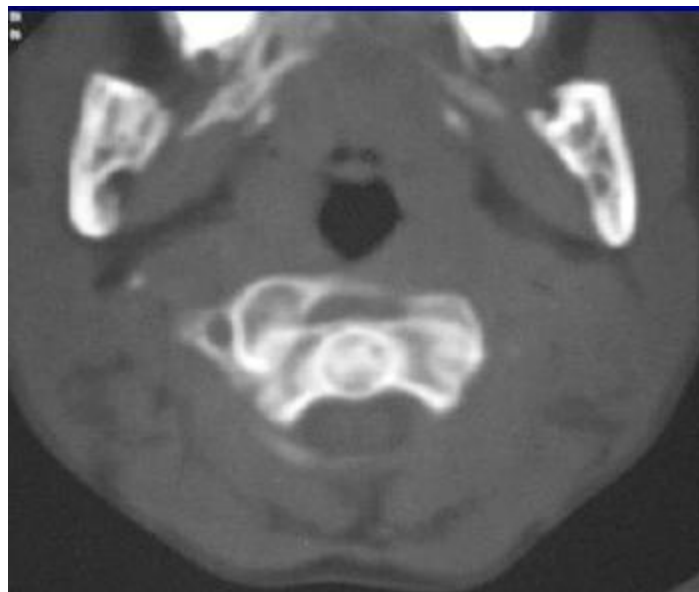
luxation atloïdo-axoïdienne rotatoire mise en évidence sur la TDM
